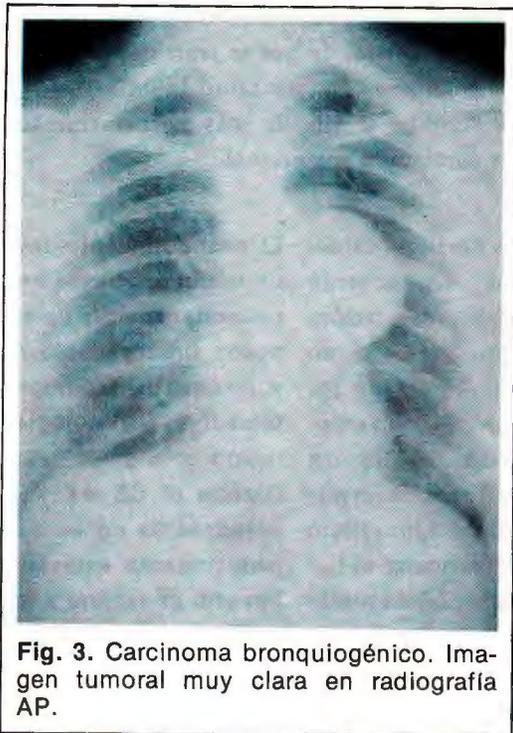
Carcinoma bronquiogénico. Imagen tumoral muy clara en radiografía AP.
